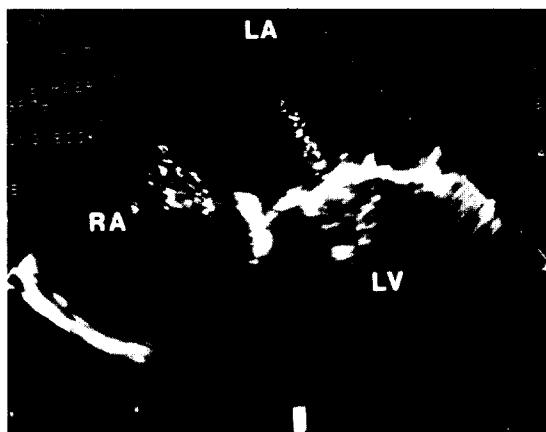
Transesophageal color Doppler echocardiogram in a patient with single regurgitant jet flow originating from the central orifice of St. Jude mitral valve.
